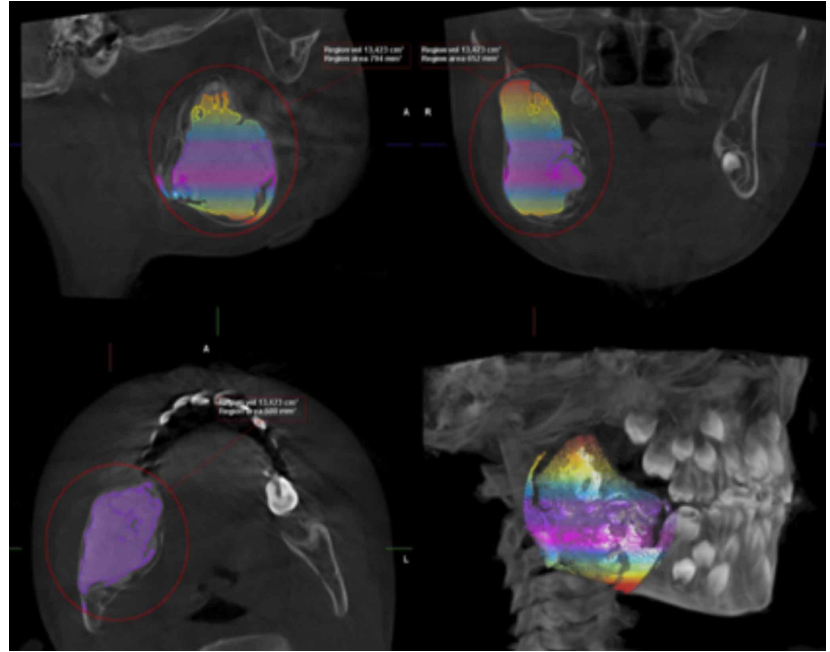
Cortes frontal, sagital, axial y reconstrucción 3D de Cone Beam mandibular, en donde se muestra lesión hiperdensa coloreada que ocupa gran parte de la rama, ángulo y cuerpo mandibular derechos con un volumen de 13.423 cm³.
